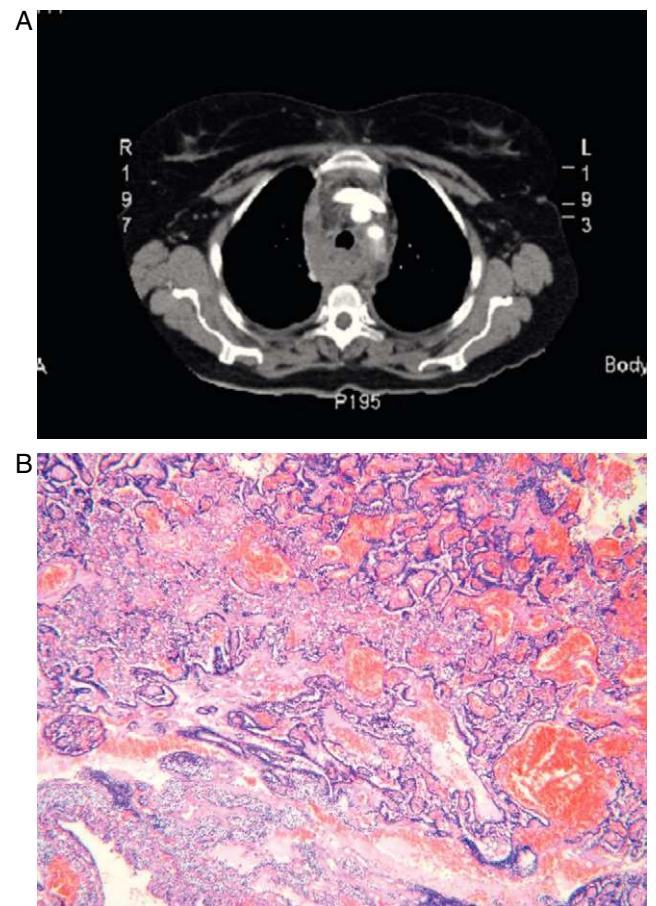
A Corte axial de tomografía computarizada con contraste intravenoso: ensanchamiento del mediastino por gran infiltración mediastinal por hematoma. B Tejido paratiroideo con extensa hemorragia y vasocongestión (H/E, $\times 4$).
